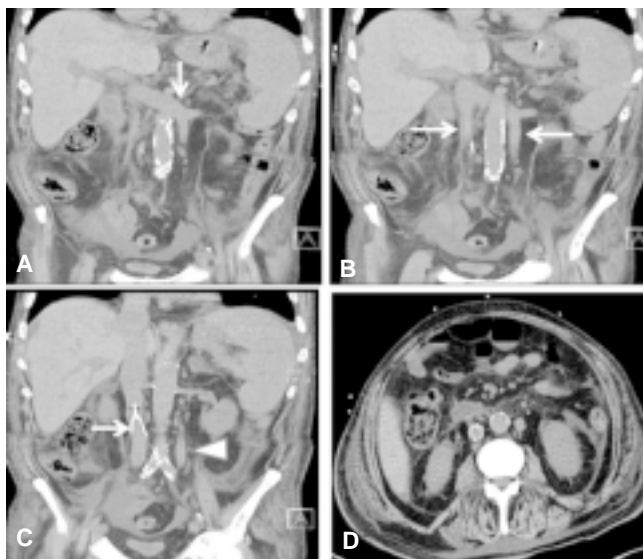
A) Corte coronal de TC en fase simple, en donde la flecha blanca señala a la vena renal izquierda cruzando anteriormente a la aorta, que se delimita con importante enfermedad ateromatosa. También se observa el sitio de drenaje de la vena cava inferior izquierda en la vena renal. B) Las flechas señalan a la vena cava a cada lado de la aorta. C) Se identifica un filtro intravascular en la porción infrarenal de la cava derecha y la cabeza de flecha señala la cava inferior izquierda. D) Corte axial a nivel en donde se sitúa el filtro intravascular.
